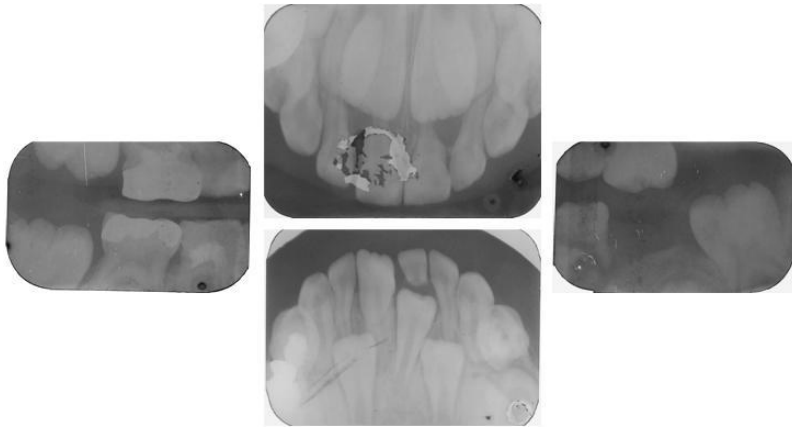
Radiografías Finales del 12/ 05/ 11. Fotos: Postgrado de Odontología Infantil cortesía de Residente de 3er año.
